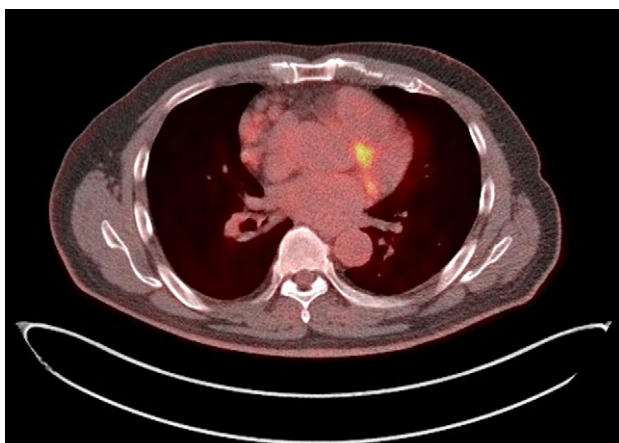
^{18}F -FDG PET/CTでは、前縦隔に多発する結節のFDG集積はSUVmax=2.76と計測され、有意な集積は認めなかった。
